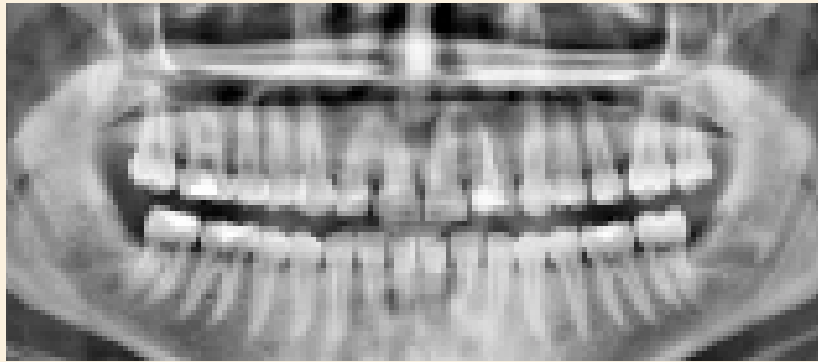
Ortopantomografía, se observa fusión dental a nivel de lateral superior izquierdo
